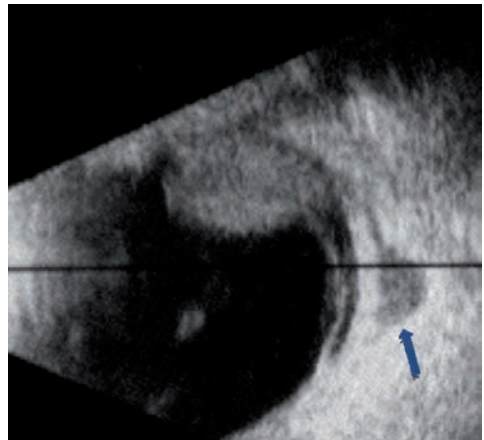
Ecografía en modo B de MC con extensión extraocular, que se presenta como una masa cupuliforme hipoecogénica adherida a la pared escleral (flecha azul).
